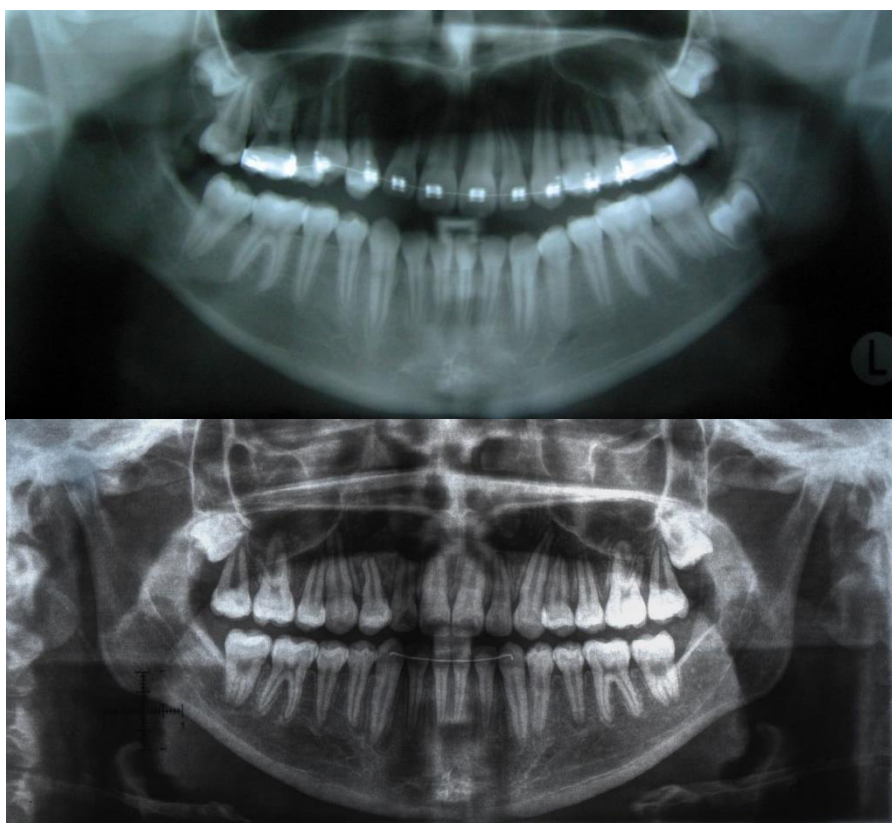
Radiografías panorámicas. Superior: inicial, Inferior: final.
